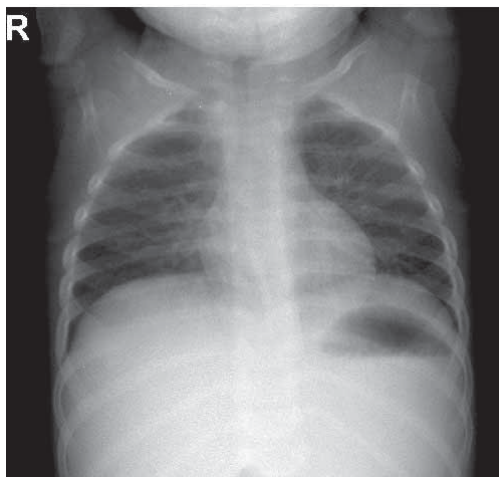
Radiografie toracică control
